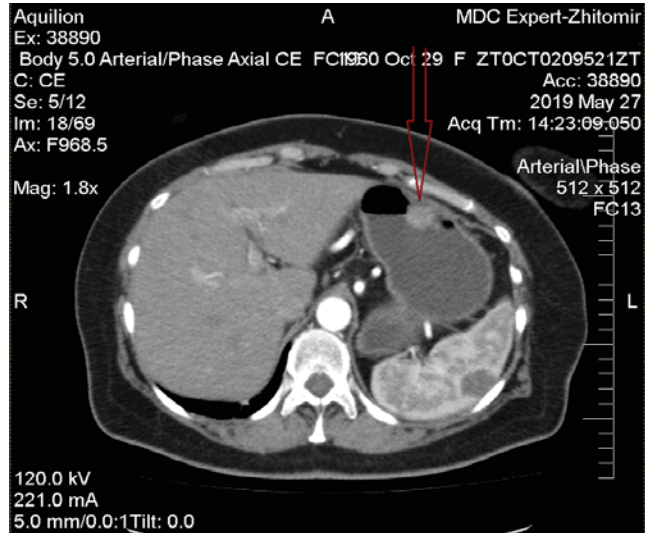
КТ органів черевної порожнини (стрілкою вказано новоутворення)
